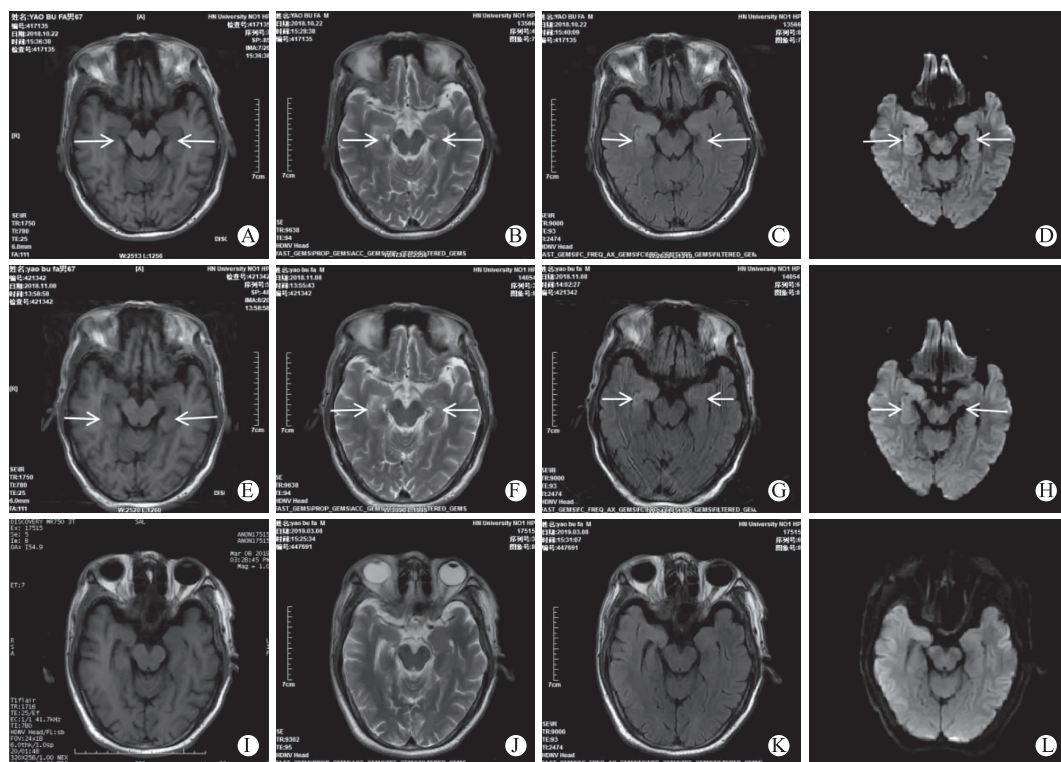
患者头部MR检查表现 A为T₁WI序列显示双侧海马呈低信号;B为T₂WI序列显示双侧海马呈高信号;C为T₂WI FLAIR序列显示双侧海马呈高信号;D为DWI序列显示双侧海马呈高信号(2018年10月22日);E(T₁WI序列),F(T₂WI序列),G(T₂WI FLAIR序列),H(DWI序列)显示信号较前无明显变化(2018年11月8日);I(T₁WI序列),J(T₂WI序列),K(T₂WI FLAIR序列),L(DWI序列)显示异常信号消失(2019年3月8日);T₁WI为T₁加权像;T₂WI为T₂加权像;FLAIR为液体衰减翻转恢复序列;DWI为MRI弥散加权成像
